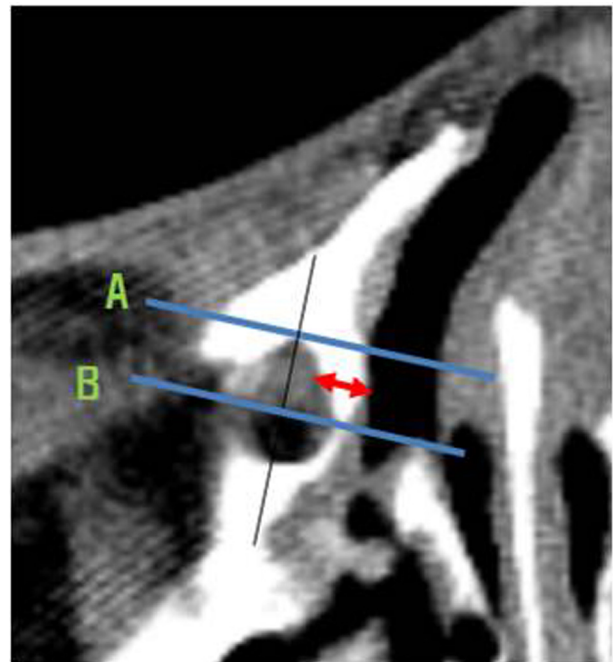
Measurement of the thickness of the maxillary frontal process by computed tomography scan. In axial view, we pointed the anterior lacrimal fossa (A) and maxillary-lacrimal suture line (B), and made parallel lines. At the center between two lines (mid-point of black line), thickness of frontal process was measured at medial side (double-headed arrow).
